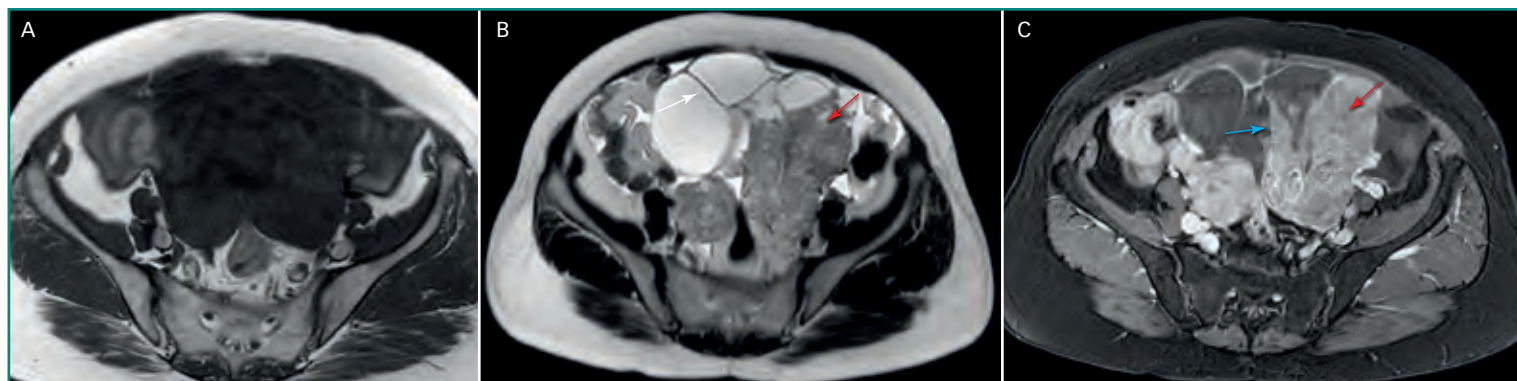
Adenocarcinoma de ovario. Imágenes axiales de RM T1 (A), T2 (B) y poscontraste (C). Obsérvense las características lesiones quísticas (hiperintenso en T2 [B], *flecha blanca*) sólidas (isointenso en T2 con realce en secuencias poscontraste, *flecha roja*) con múltiples septos gruesos nodulares (*flecha azul*).
